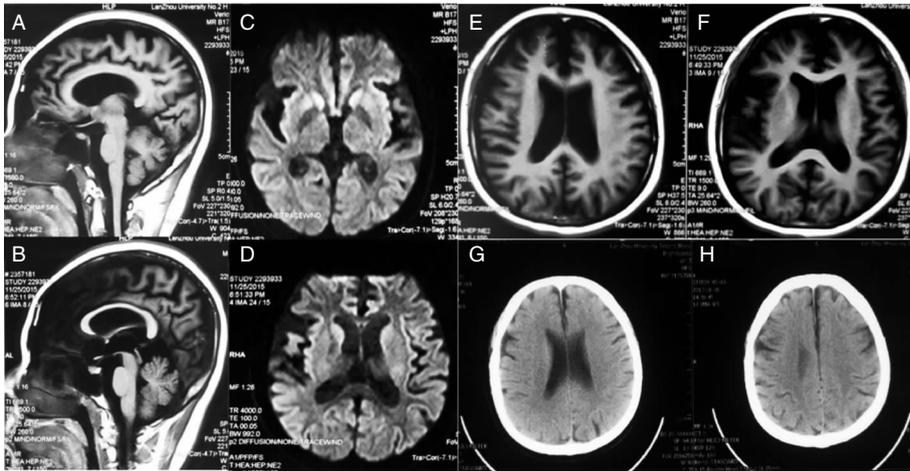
患者 MRI、DWI 和 CT 影像结果
